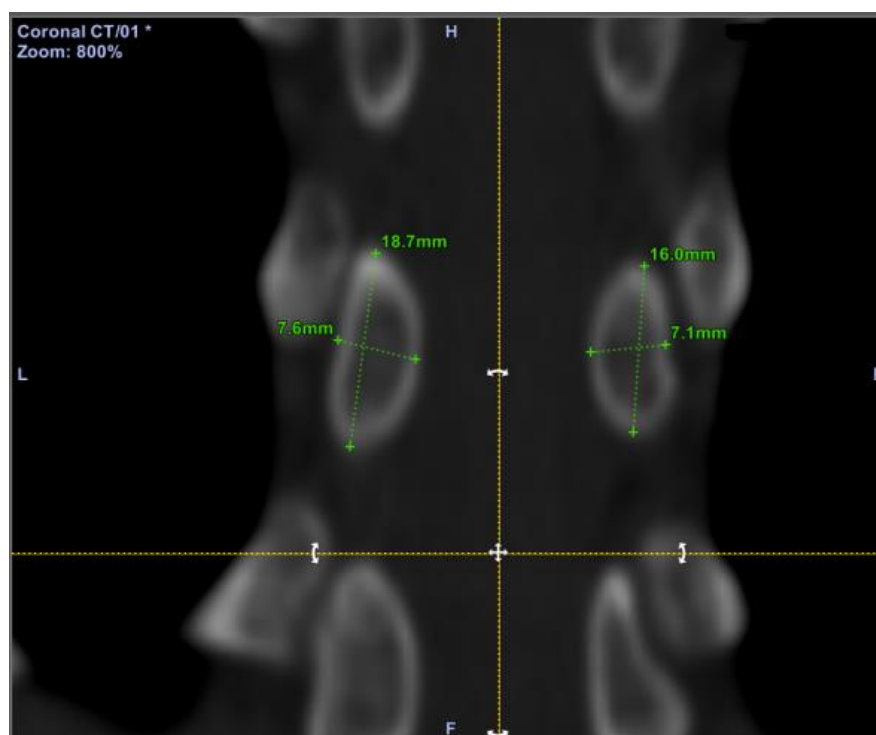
Оценка анатомических особенностей костных структур позвонков в программной среде SpineMap 3D системы активной оптической 3D-КТ навигации
